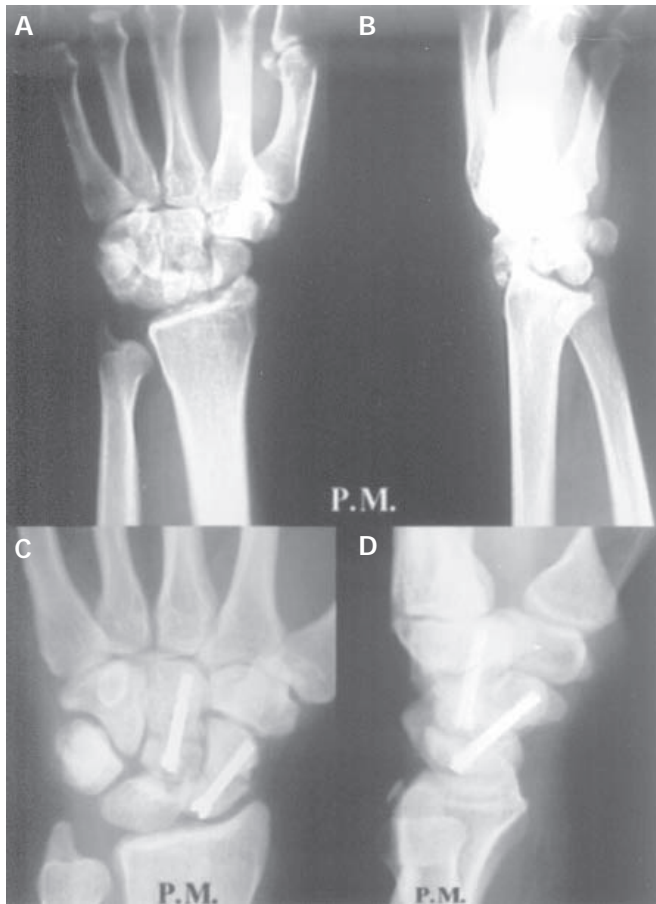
Caso 3: A.L., 33 anos. A e B) Radiografias em PA e perfil pré-operatórias acima; C e D) Radiografias pós-operatórias abaixo, com três meses de evolução, já consolidado. Notar o bom posicionamento da fixação interna com parafuso tipo Herbert.
